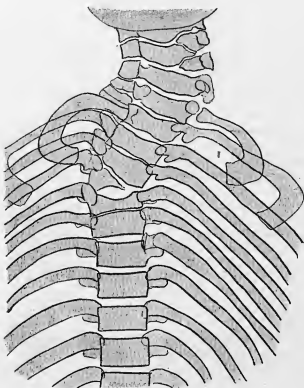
Calque de la radiographie de la colonne vertébrale montrant les deux héli-vertèbres en coin. L'une articulée avec la quatrième côte gauche, l'autre au-dessous de la cinquième cervicale.
